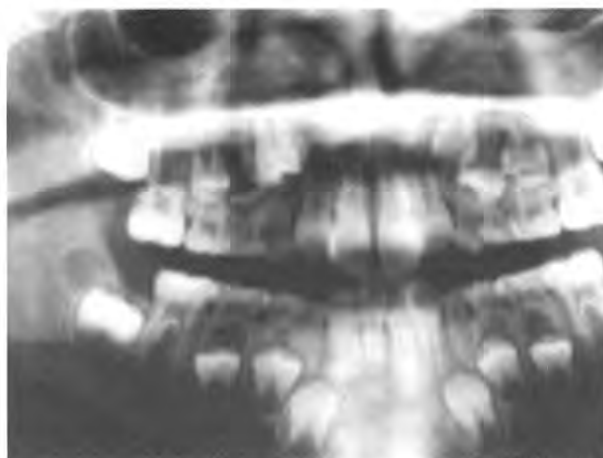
Caso 2. Radiografía panorámica: premolar supernumerario situado entre primer y segundo premolares superiores derechos. El primer premolar de este lado muestra una trasposición con el canino.
